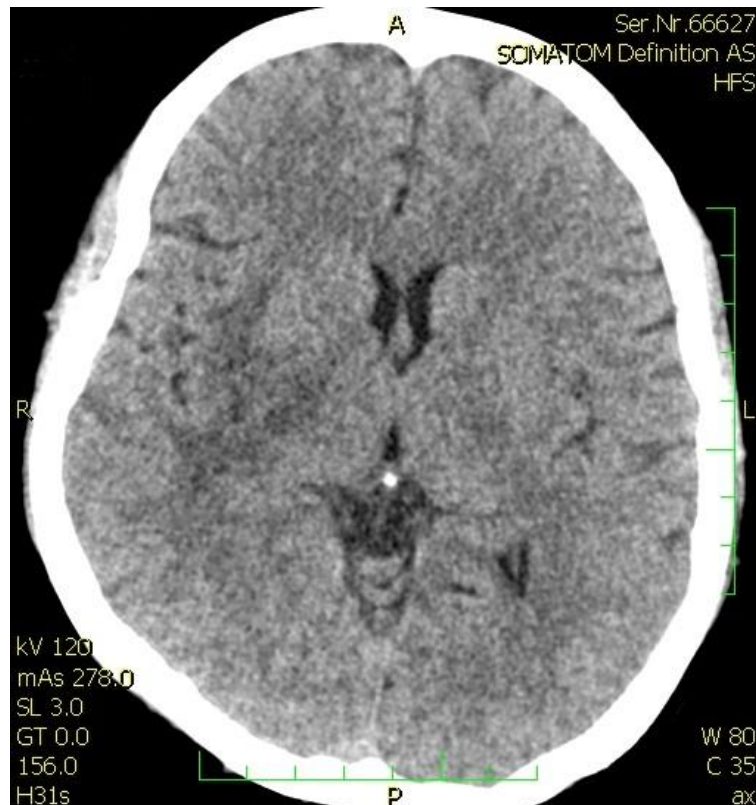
Kontrolní nativní CT D. T. Y. (ONT a.s.)
